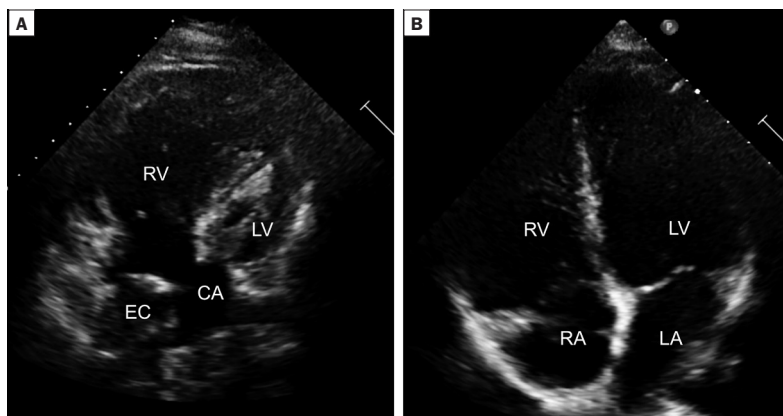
Transthorakale Echokardiografie (4-Kammerschnitt) A) 16-jähriger Jugendlicher mit hypoplastischem Linksherz-Syndrom mit Fontan-Zirkulation. RV = rechter Ventrikel; LV = hypoplastischer linker Ventrikel; CA = common atrium; EC = extrakardiales Conduit. B) 12-jähriger herzgesunder Knabe. RA = rechtes Atrium; LA = linkes Atrium
